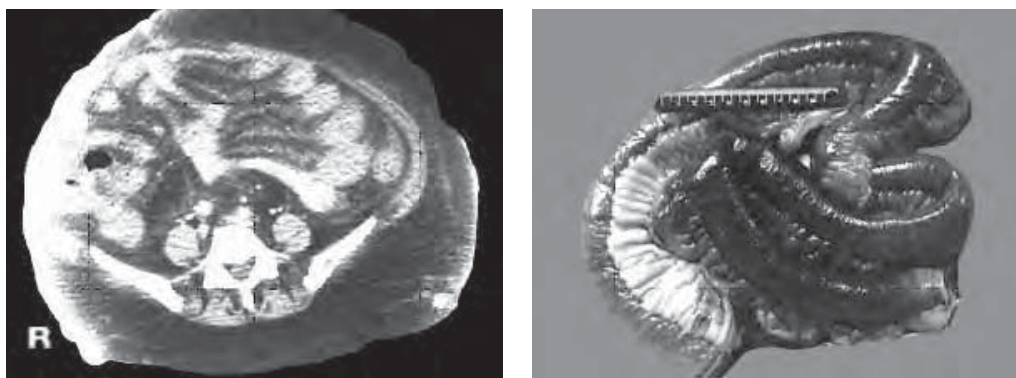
/7. TAC de abdomen. Trombosis venosa mesentérica. Se observa la imagen característica producida por el edema del mesenterio y las asas intestinales en racimo de uva, consecuencia del edema parietal con obliteración total de la luz; y la pieza quirúrgica correspondiente.
